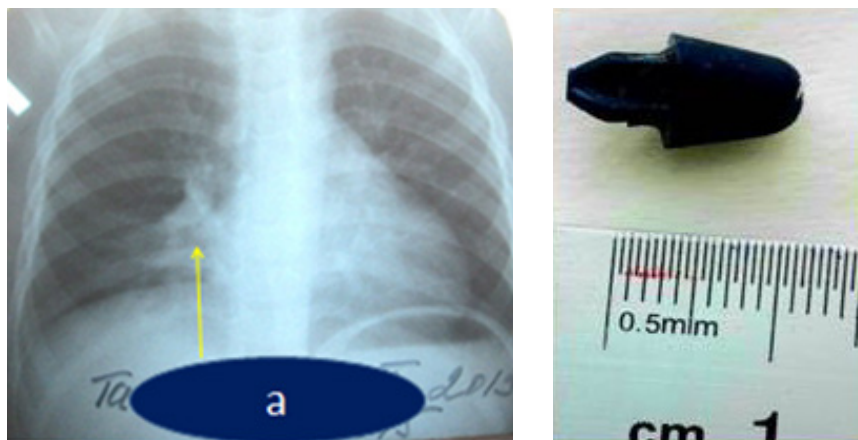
а – обзорная рентгенограмма грудной клетки при поступлении; б – инородное тело (часть игрушки)
